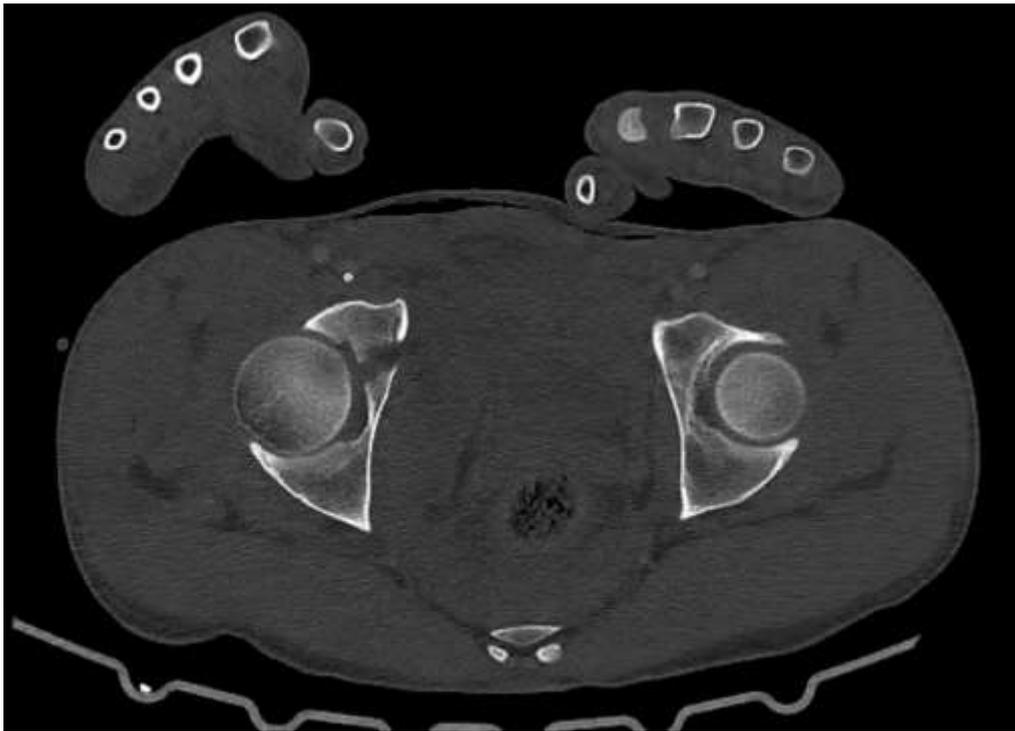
TDM trait de fracture de la colonne antérieur du cotyle droit
